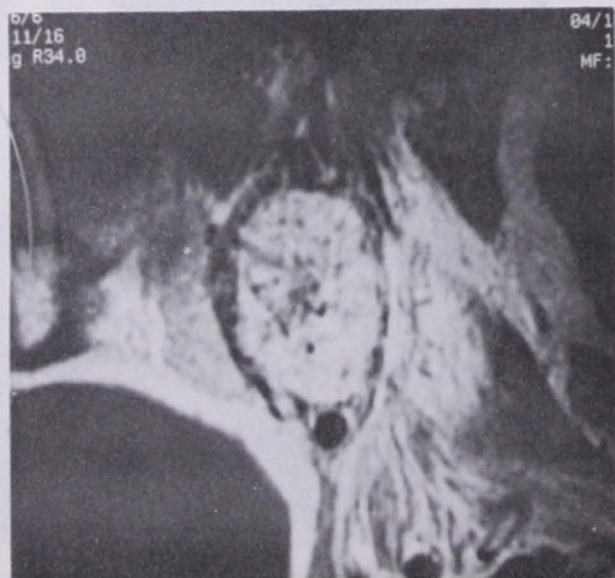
Corte axial de TCAR y IRM. Paciente femenina de 33 años con historia de tinnitus pulsátil y parálisis facial. Se observa erosión del foramen yugular (flecha) e imagen hipointensa en T1. Glomus yugular derecho.
